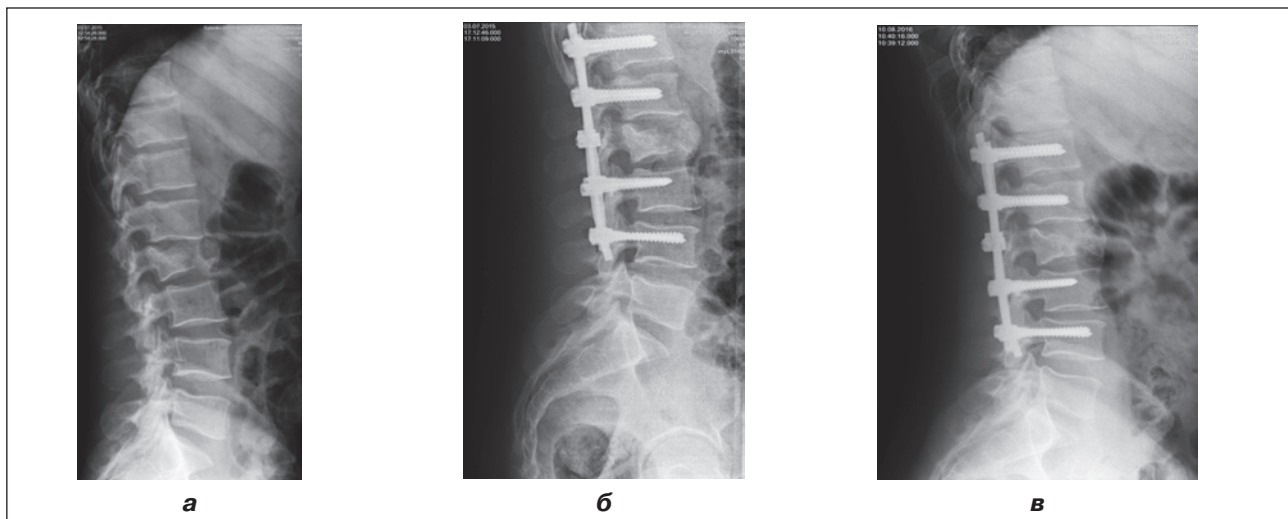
Рентгенограми хворого з періостальним типом регенерації з використанням восьмигвинтової фіксації: а) після травми; б) після операції; в) через рік після операції
